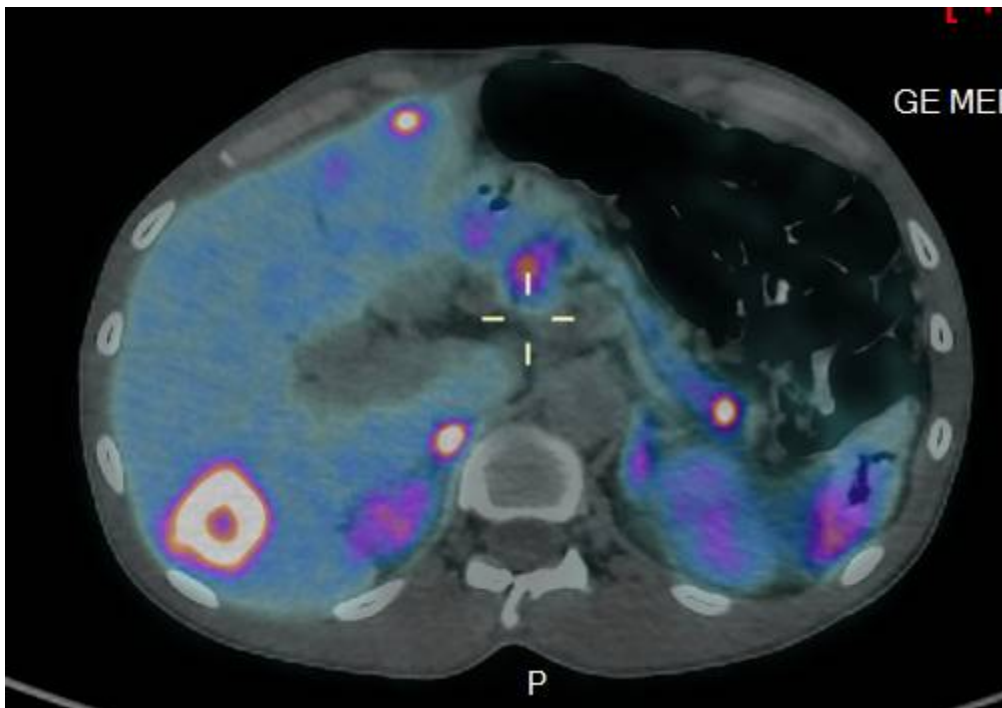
PET/CT au 68-Ga-DOTATATE mettant en évidence une tumeur neuroendocrine du pancréas avec des métastases hépatiques.[116]
